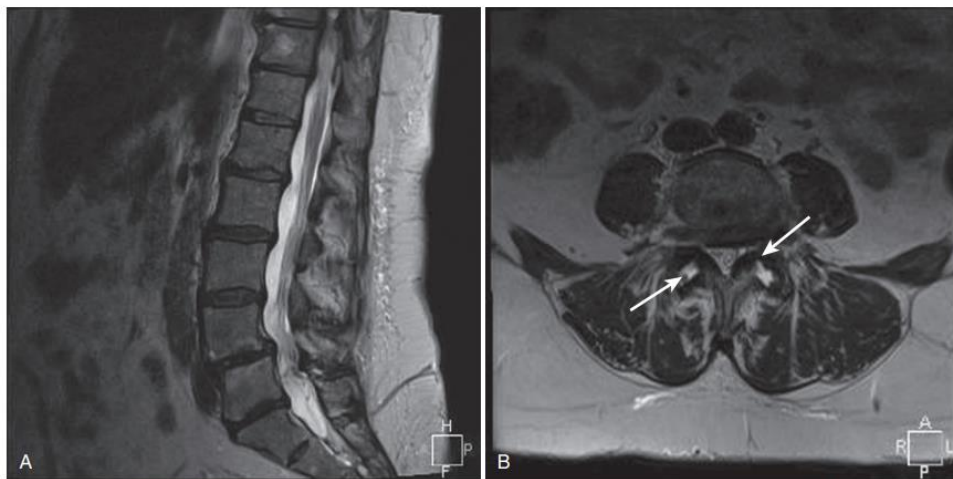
Degenerative spondylolisthesis with spinal stenosis. A, Sagittal CT. B, On axial view, note hypertrophic facet and ligamentum flavum (*right arrow*) and facet effusions (*left arrow*) indicating dynamic instability.
